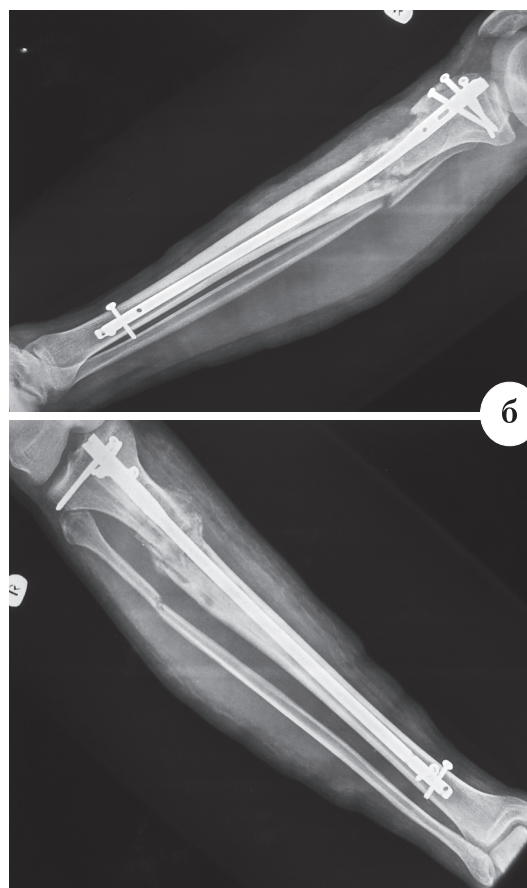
Патологический перелом обеих костей правой голени и непосредственный результат оперативного лечения больного С., 18 лет, по предложенной методике: а – патологический перелом правой большеберцовой кости в верхней трети на фоне фиброзной дисплазии и сопутствующий перелом малоберцовой кости в верхней трети на рентгенограммах правой голени; б – рентгенограммы правой голени после интрамедуллярного остеосинтеза с блокированием и свободной костной пластики
